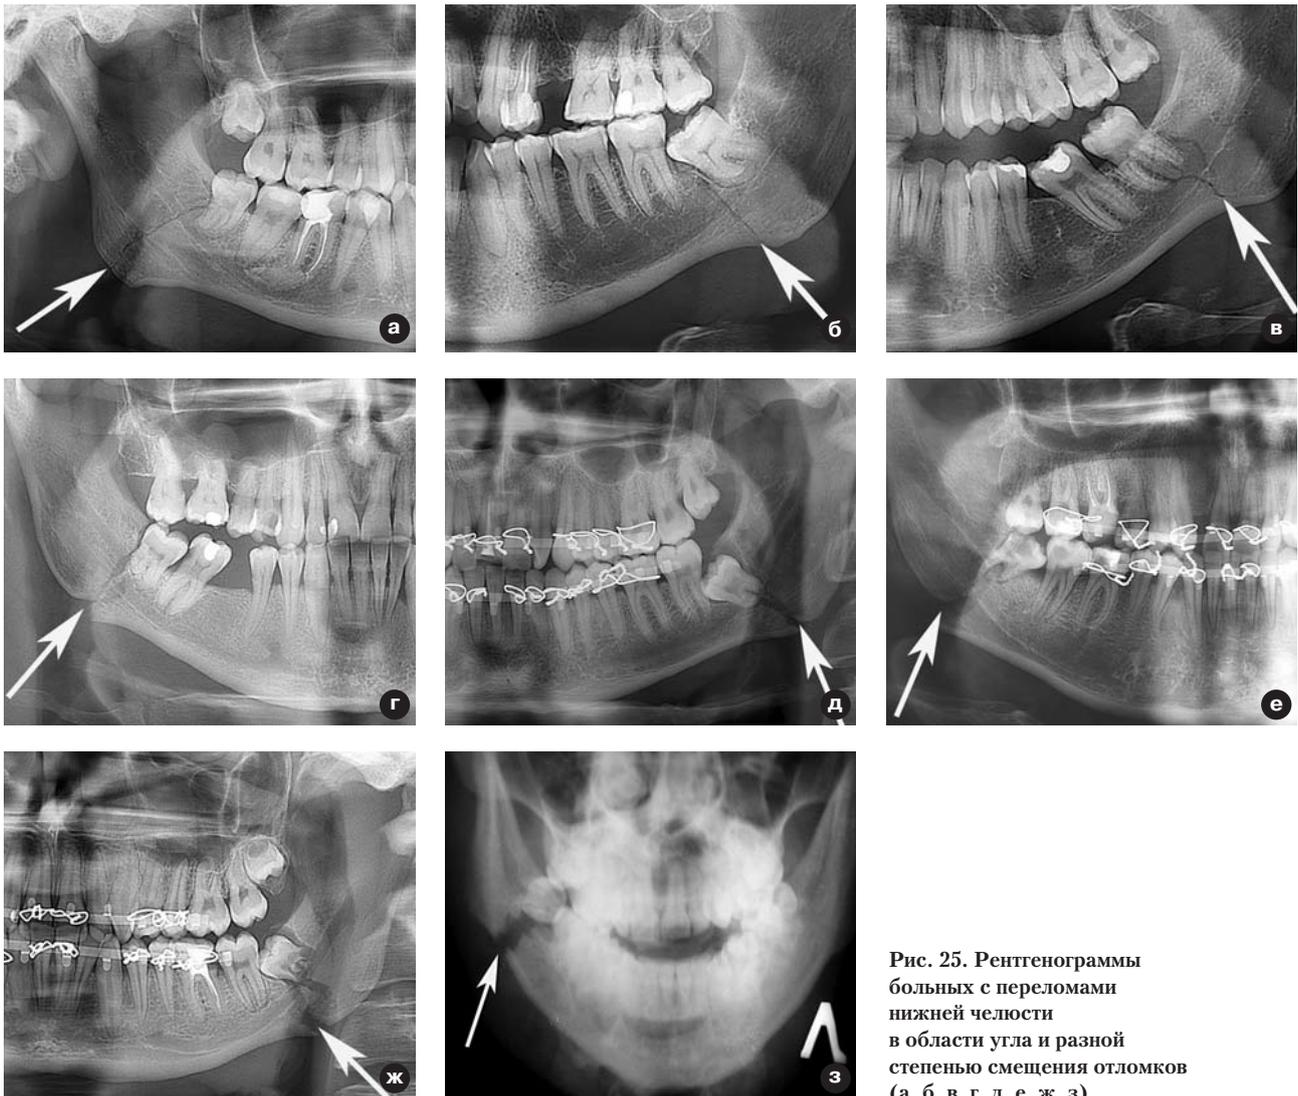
Рентгенограммы больных с переломами нижней челюсти в области угла и разной степенью смещения отломков (а, б, в, г, д, е, ж, з).
